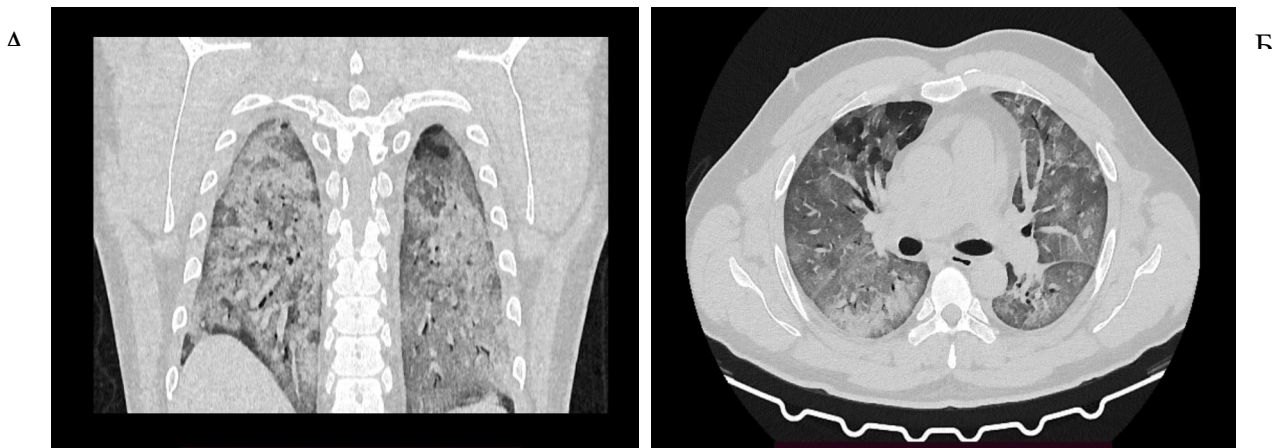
Рисунок 16А-Б. Компьютерная томограмма легких, фронтальная (А) / аксиальная (Б) проекции от 05.07.21г. Больной С. 34 года, 8 день заболевания. Коронавирусная инфекция *COVID-19*, крайне тяжёлое течение. На томограмме определяется тотальное гетерогенное снижение пневматизации легочной паренхимы по типу «матового стекла» с наличием единичных интактных участков в периферических отделах и формированием линейных фиброзных тяжей в паренхиме обоих легких
